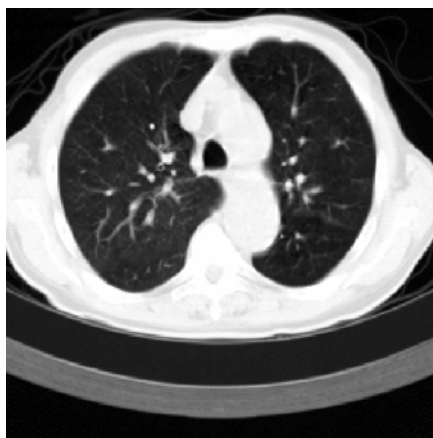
Imagem de TAC da região torácica.
